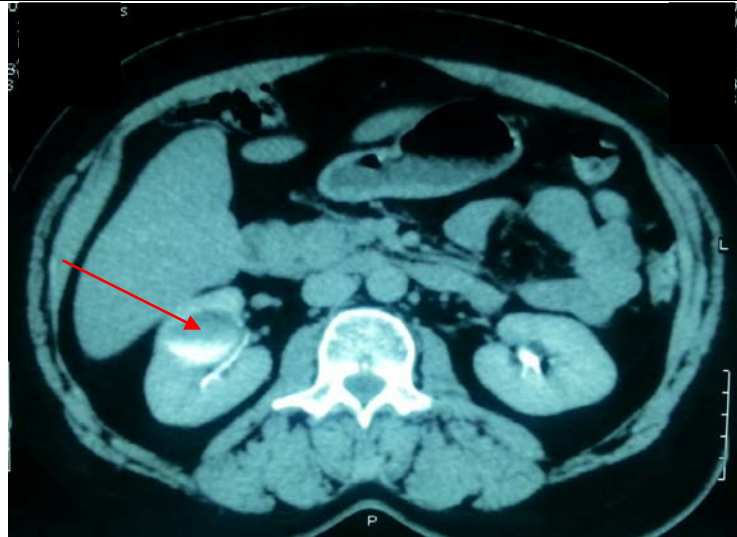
Uro-scanner en coupe axiale montrant des calculs situés dans diverticule caliciel du rein droit dont collet diverticulaire est sous-croisé par une branche collatérale de l'artère rénale droite (même patient figure (78) de l'échographie)
